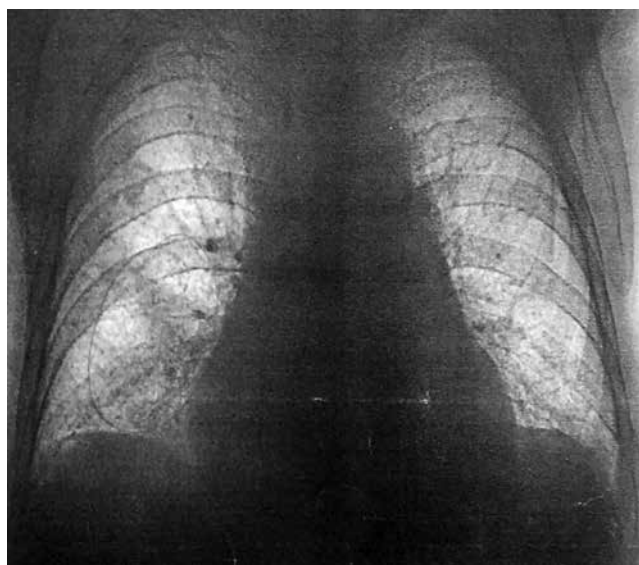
Обзорная рентгенограмма пациентки Ч. в прямой передней проекции (описание в тексте)
